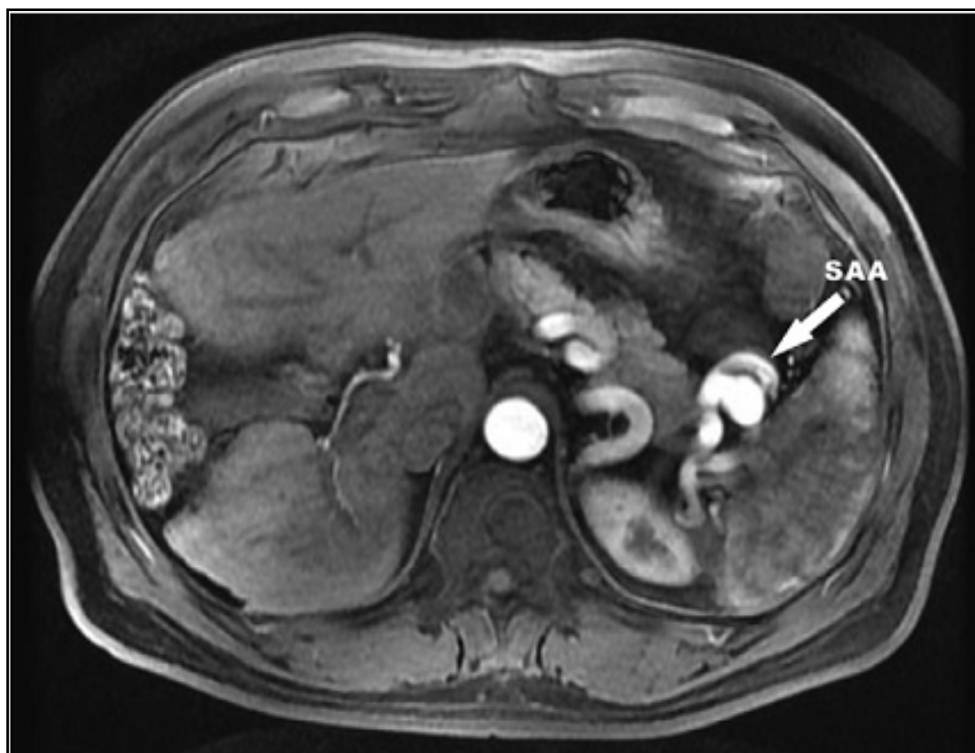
Une IRM abdominale montrant un anévrysme de l'artère splénique (SAA=splenic artery aneurism). [50]
